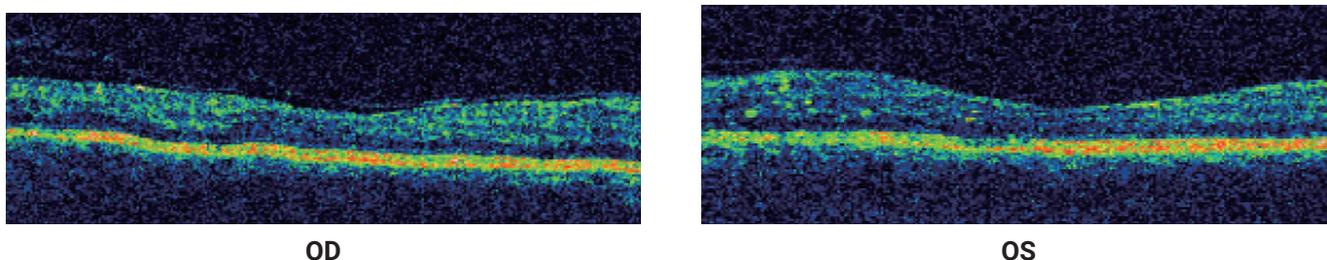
Радиальный томографический скан (0°) макулярной зоны пациента А после введения афлиберцепта
